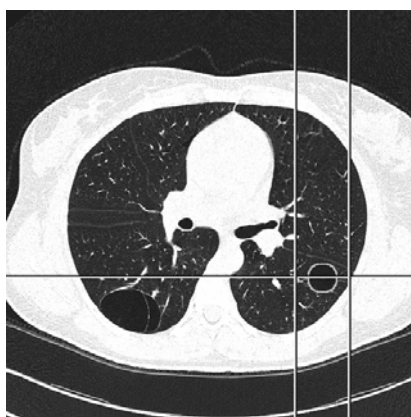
Imagem C de TAC de alta resolução com bolha artificial com raio de 10mm, com linhas verticais e horizontal indicativas do local onde é extraído o perfil.
